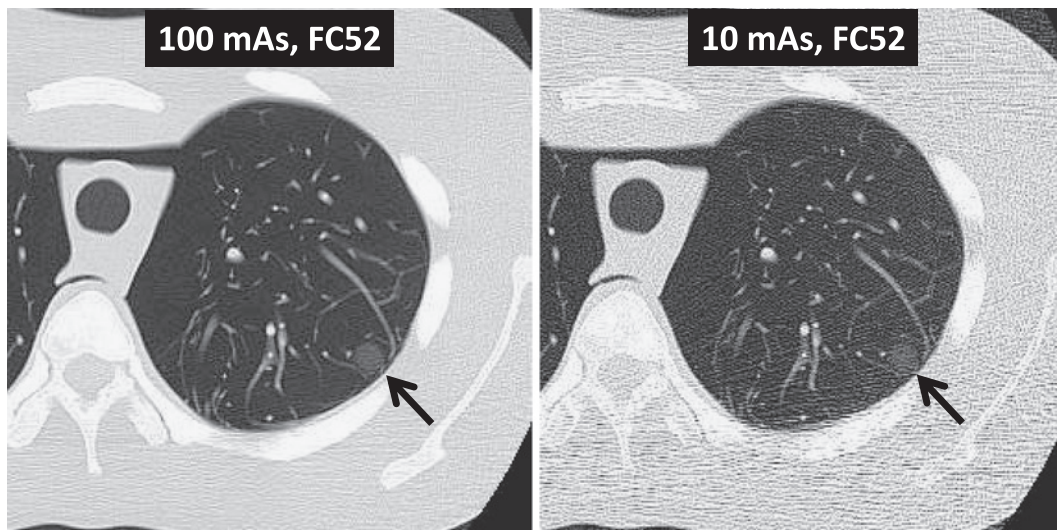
Comparison of low dose CT image and normal dose CT image in the lung phantom.
